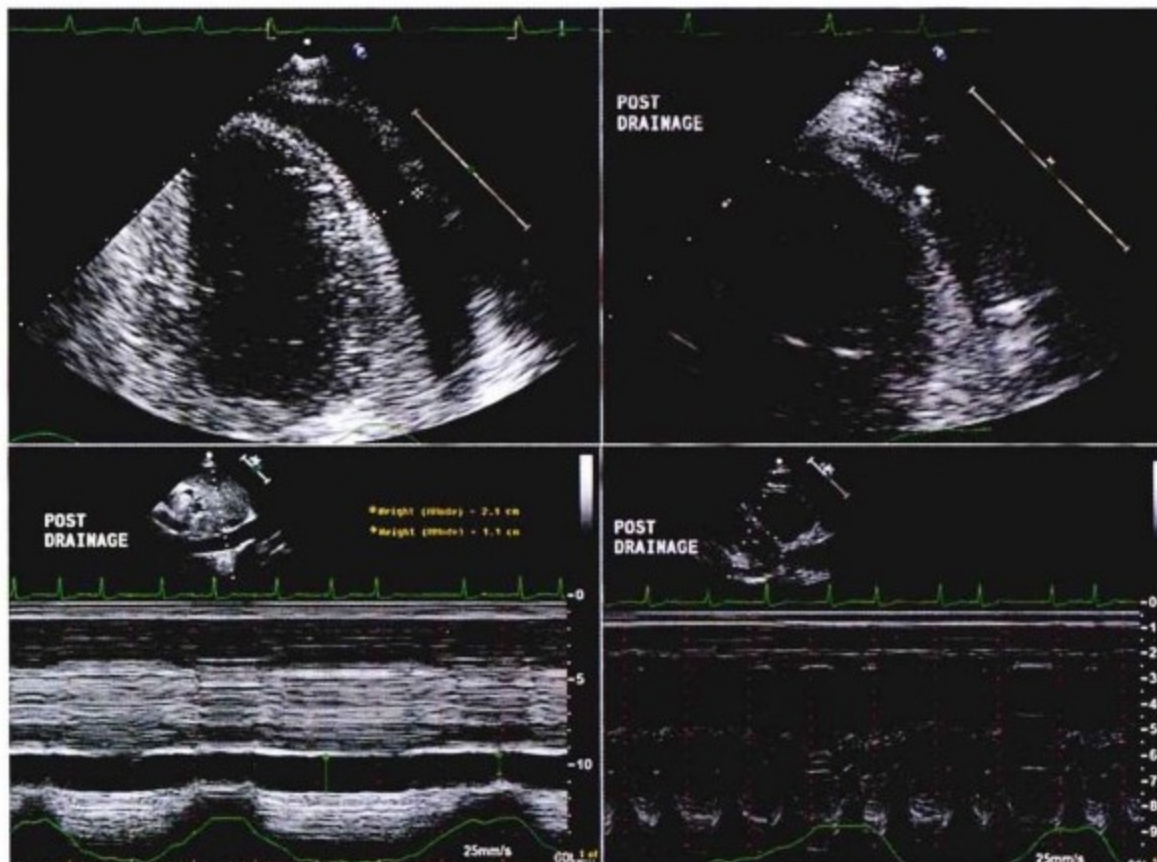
经胸超声心动图。左上图为心尖四腔位图。可见此平面上心包积液厚度达1.5cm。这一区域需要通过心尖部窄声窗才可探测到。右上图显示心包积液穿刺引流,可见穿刺入心包积液内的小导管,通过引流可消除心包积液所产生的影响。在心包积液消失后,心包腔内压力相应降低达0mmHg。下图为心包积液引流后应用M型超声探测室间隔的情况。引流后,颈静脉压仍增高,在超声心动图上仍可见下腔静脉扩张以及下腔静脉不随吸气而塌陷。这些间接征象提示引流后仍存在心室间相互依赖。
